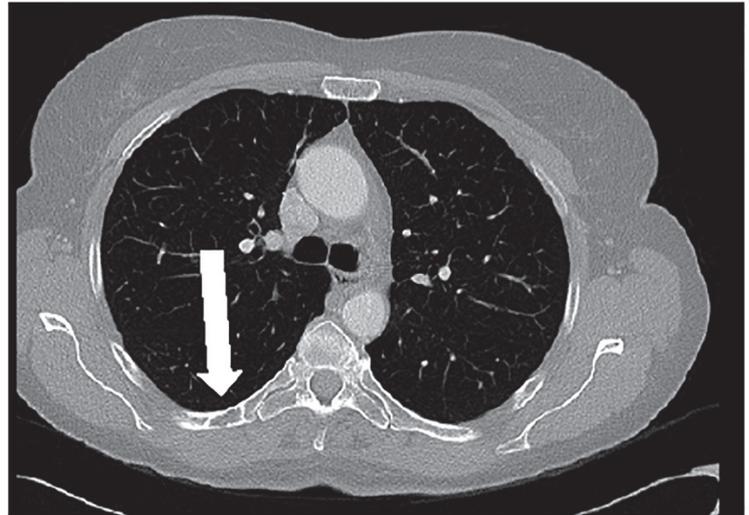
CT axial im Knochenfenster: links Osteolyse 6. Rippe rechts dorsal (pfeilmarkiert)
